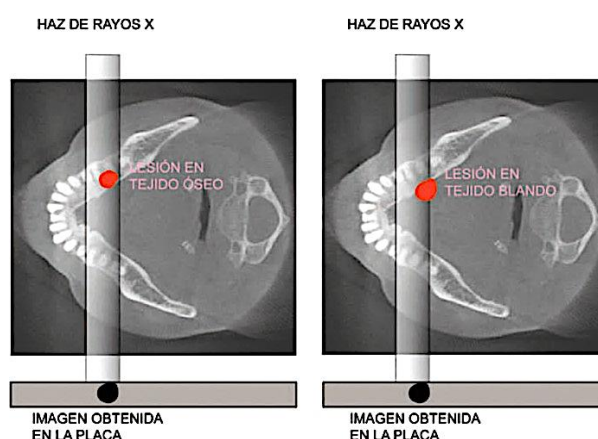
Lesión situada en tejido óseo y en tejido blando que genera la misma imagen en la radiografía.
